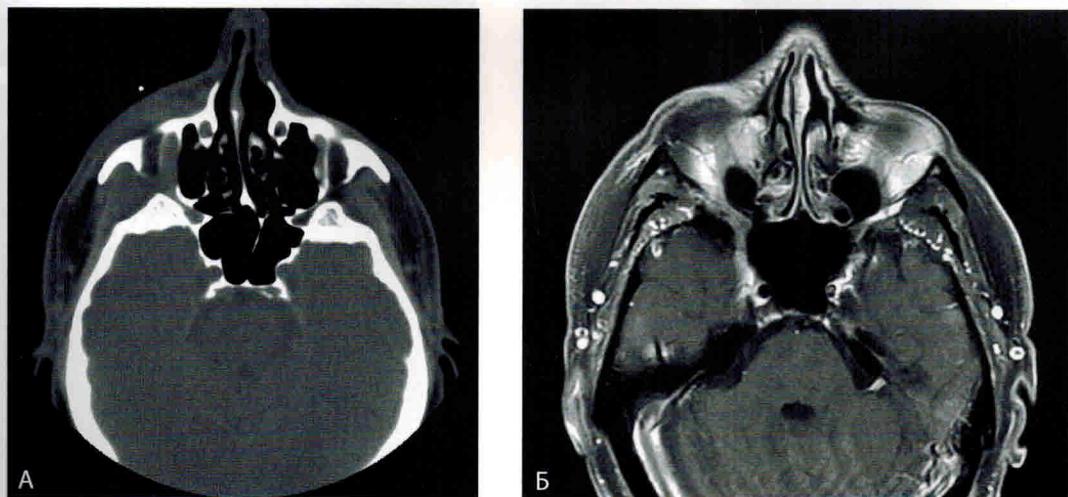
Периневральное распространение рака кожи вдоль второй ветви тройничного нерва: А — компьютерная томограмма, на которой видно вовлечение подглазничного нерва (указано стрелкой); Б — магнитно-резонансная томограмма с изображением распространения опухоли в меккалеву полость (указана стрелкой)
